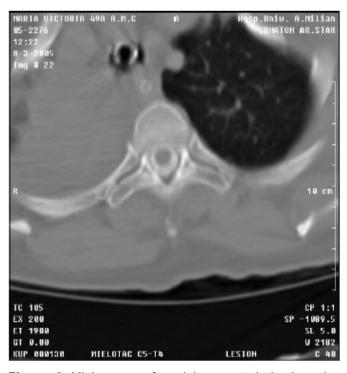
Mielotomografía axial computadorizada en la que no se observan alteraciones.
